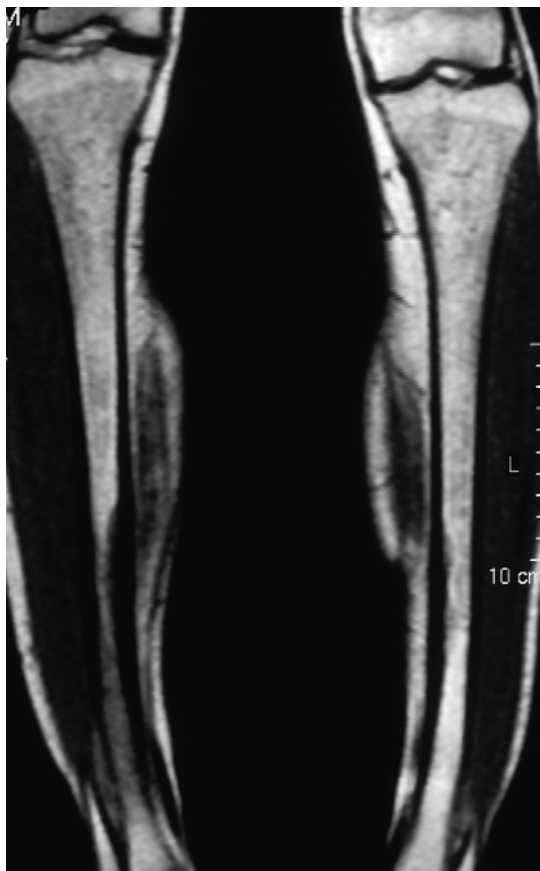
MRT der Unterschenkel von Patientin Nr. 32 (Tab. 2) vom 19.01.1999
